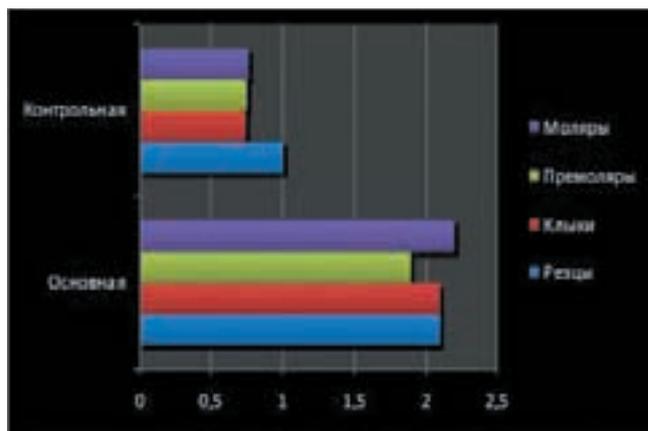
Диффузия введенного в корневой канал препарата «КоллапАн-гель К»
